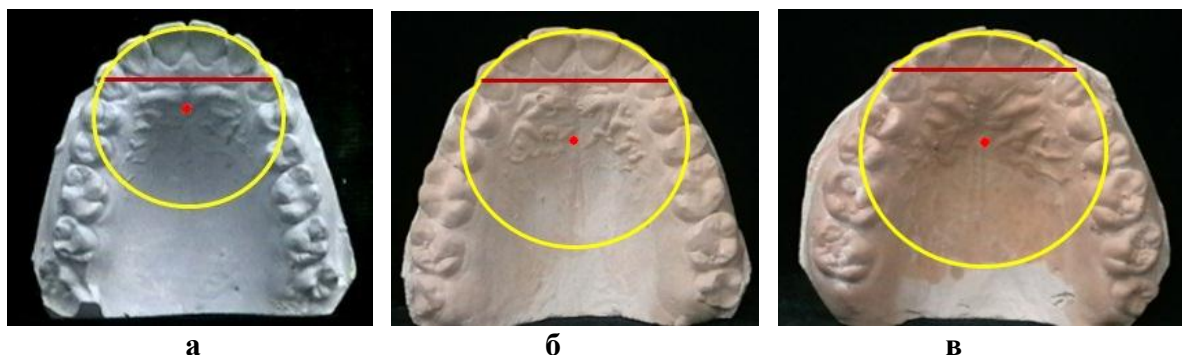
Особенности параметров переднего сектора зубных дуг с физиологическими вариантами протрузии (а), мезотрузии (б) и ретрузии резцов.
